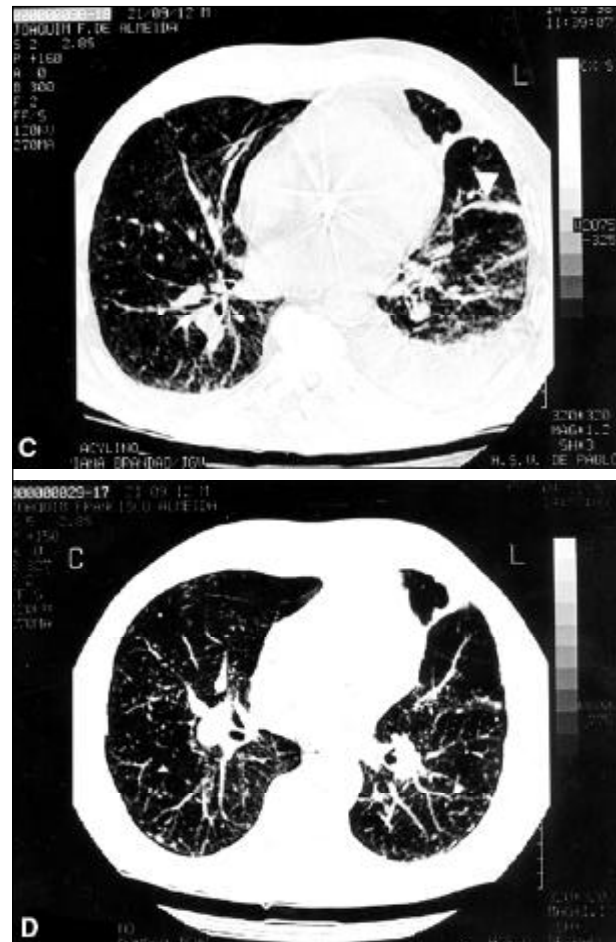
Exames radiológicos do caso 1 - A) radiografia realizada 4 anos antes da 1ª internação observando-se imagem de edema pericardial; B) detalhe da mesma radiografia focalizando linha B de Kerley na base do pulmão esquerdo.
